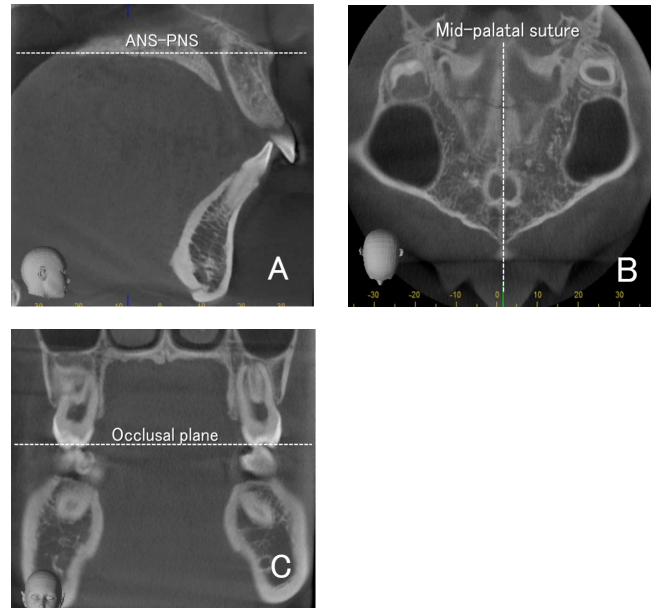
口蓋部 CBCT 画像上での計測部位の位置づけ
